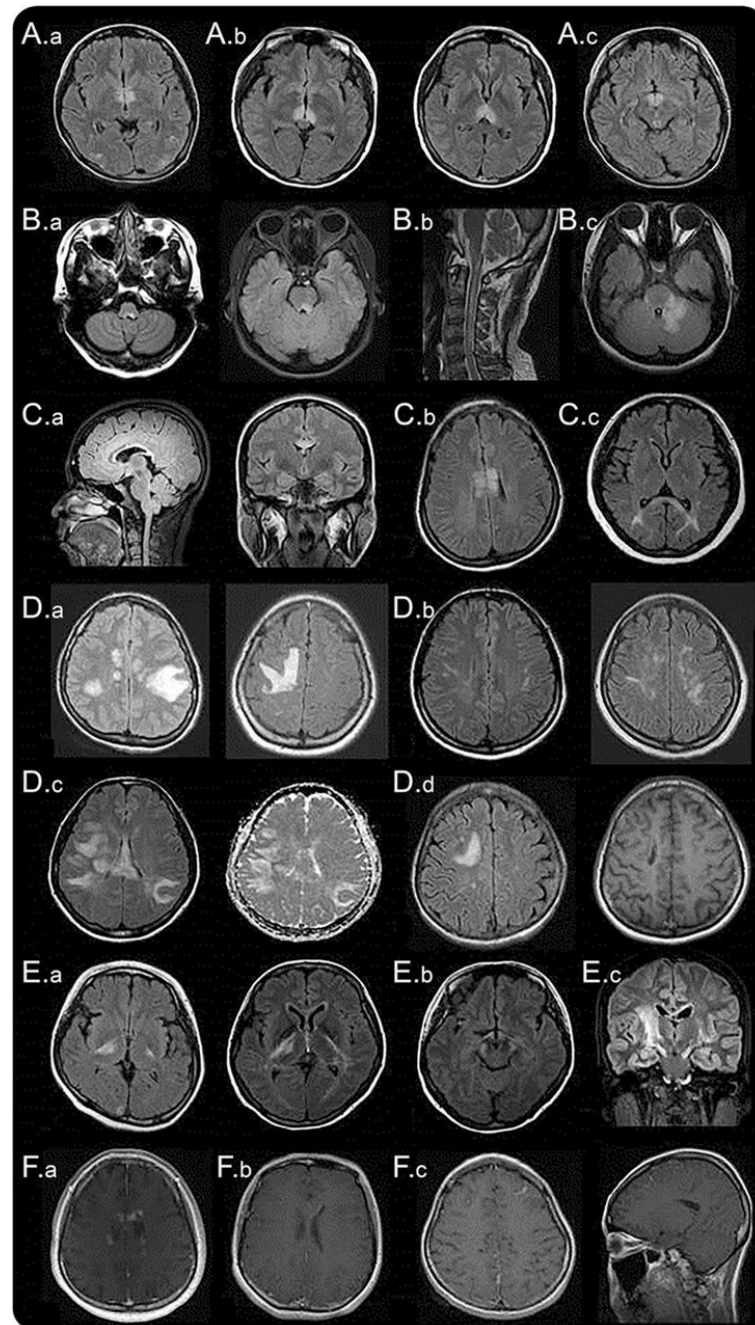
Zerebrale MRT-Läsionen von Patienten mit NMOSD.
